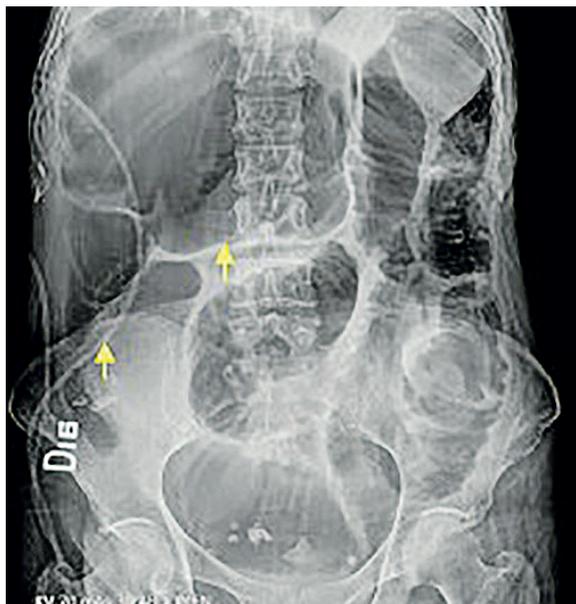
Radiografía de abdomen simple, las flechas indican el vólvulo del ciego. Fuente: archivo de los autores.
